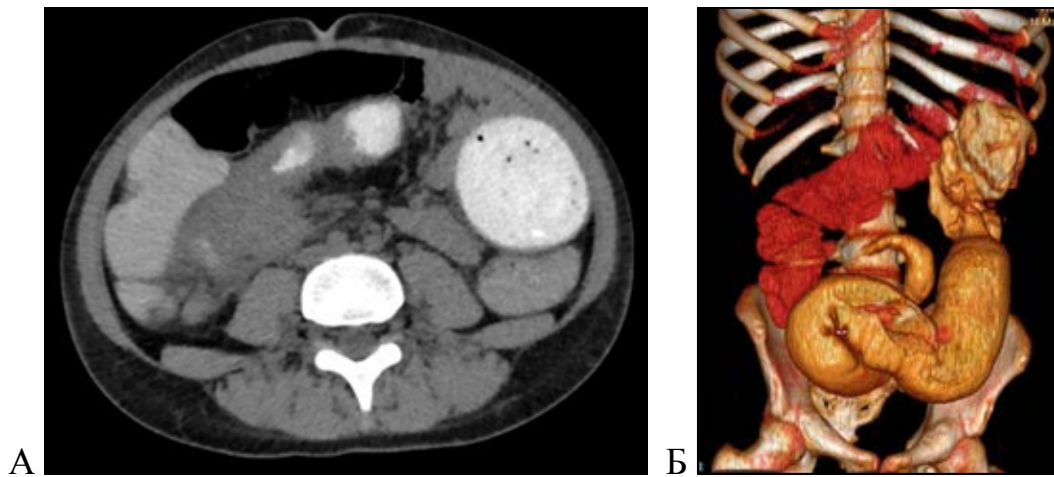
Компьютерная томограмма (А) и реконструированная КТ-грамма (Б) пациента Г., 14 лет (и/б 5021/19 РДКБ). Определяется стриктура и супрастенотическое расширение подвздошной кишки.
